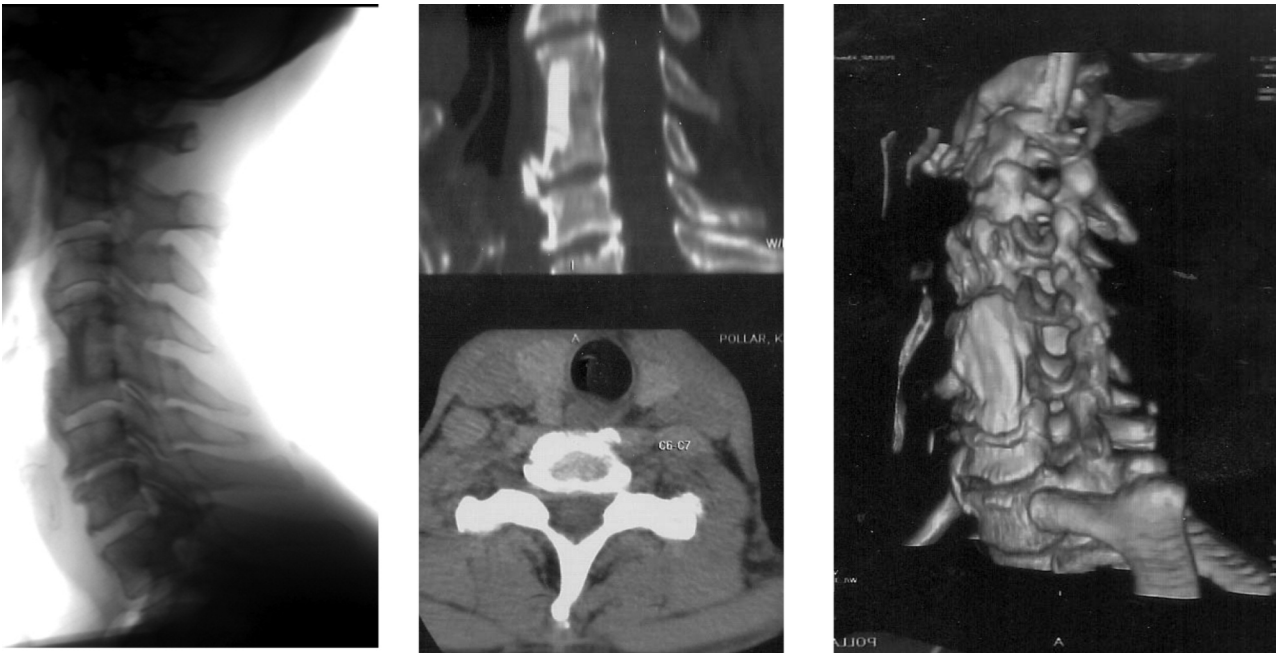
Рентгенограма, СКТ-скани в аксіальній і сагітальній проекціях, 3-D реконструкція шийного відділу хребта хворого І., 48 років, після кісткового аутокорпозеу сегмента C_4-C_5 з формуванням кісткового блоку через 3 роки після травми й оперативного втручання. Міжхребцевий остеохондроз сегментів C_5-C_6 , C_6-C_7 , деформуючий спондиліоз сегментів C_3-C_4 , C_5-C_6 .
